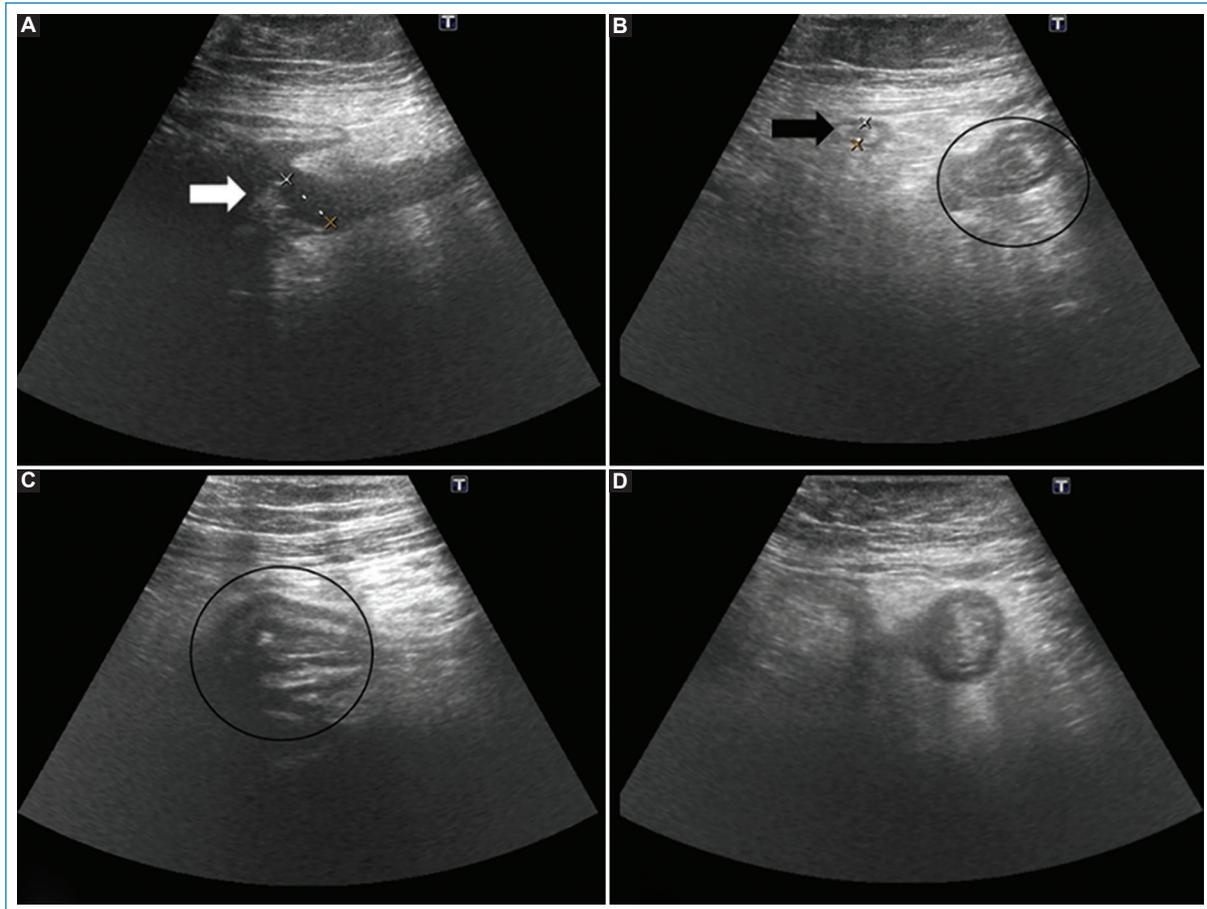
Ultrasonografía en escala de grises con transductor lineal de 9 MHz sobre la fosa iliaca derecha. (A) Colección anecogénica de 14 mm (flecha) rodeada de una hiperrefringencia de la grasa locorregional de aspecto inflamatorio. (B y C) Apéndice de morfología y tamaño normales, con ecoestructura conservada (flecha). Íleon terminal engrosado de aspecto inflamatorio (círculo). (D) Divertículo inflamado protruyente y conectado al íleon terminal.
